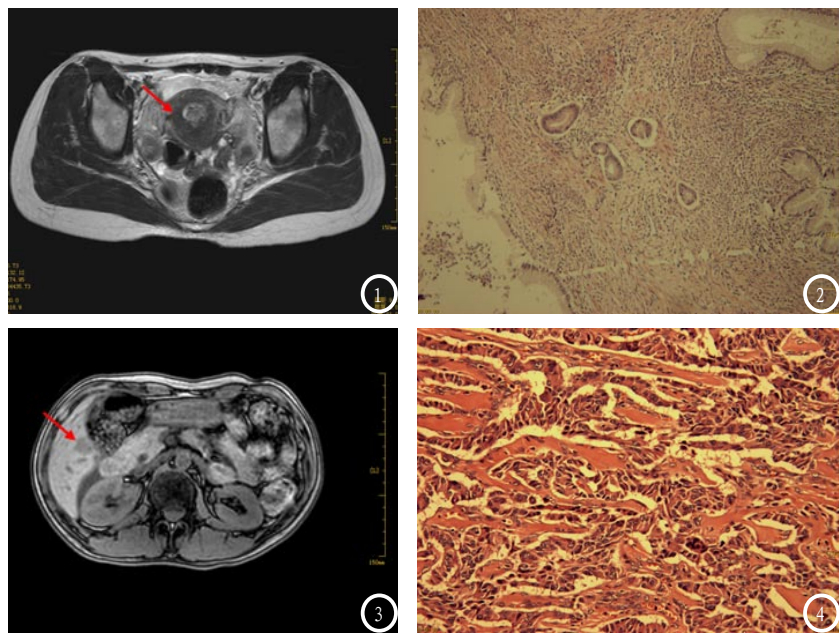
盆腔增强MRI。图2 宫颈腺癌免疫组化 $\times 100$ 。图3 肝脏增强MRI。图4 肝神经内分泌癌免疫组化 $\times 200$ 。
